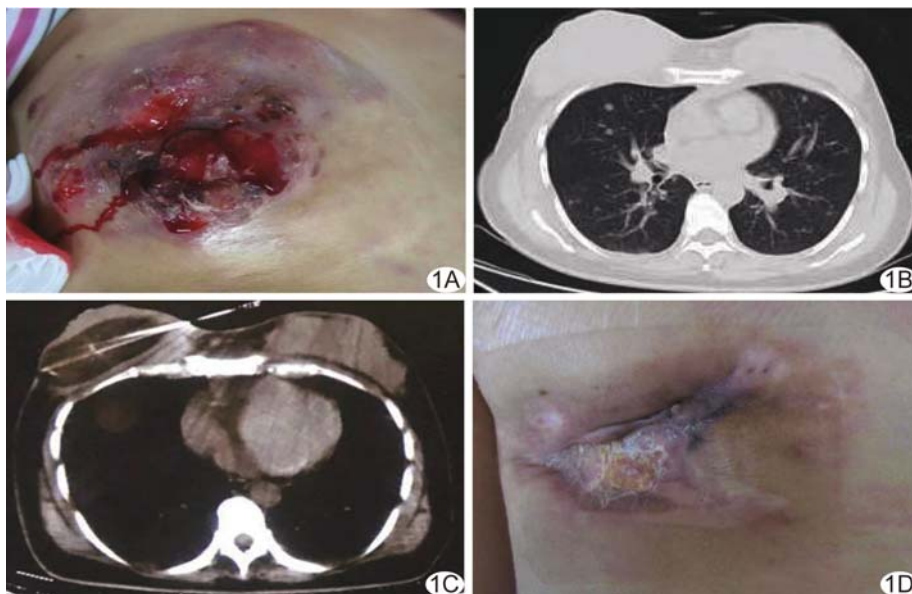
患者女,42岁,右侧乳腺癌 A. 治疗前右乳局部皮肤破溃、出血; B. 胸部CT图示肺转移癌; C. 于CT引导下氩氦刀冷冻消融治疗; D. 消融4个月后原右乳皮肤破溃处基本愈合
